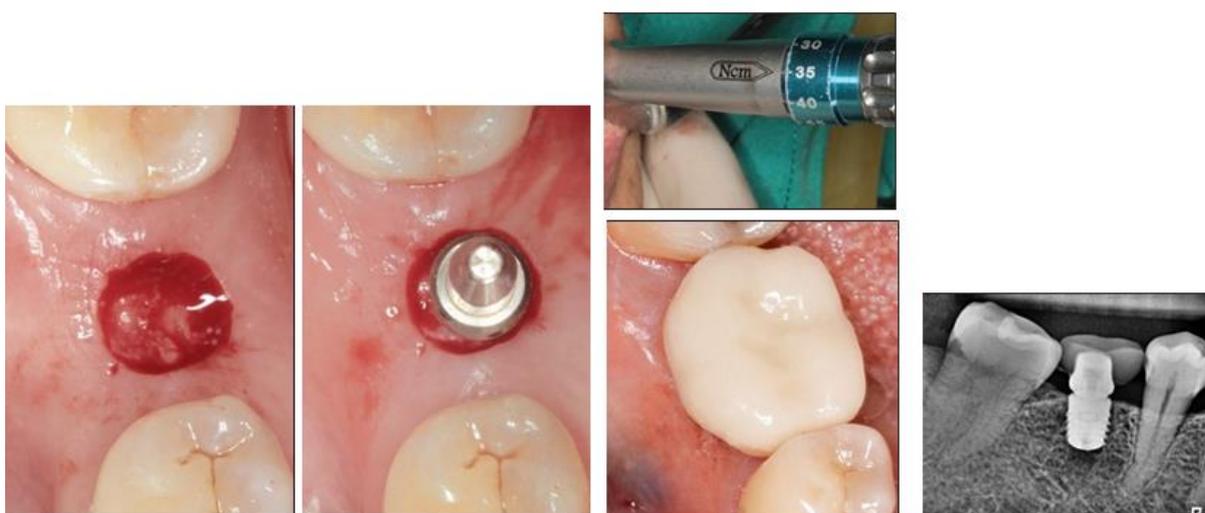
Sequência de tratamento do paciente com substituição de primeiro molar direito, da esquerda para a direita: (a) procedimentos sem retalho (b) preparação para instalação do implante; (c, acima) instalação do implante com torque de inserção > 35 Ncm; (d, abaixo) coroa provisória instalada; (f) radiografia periapical na entrega da coroa provisória.
